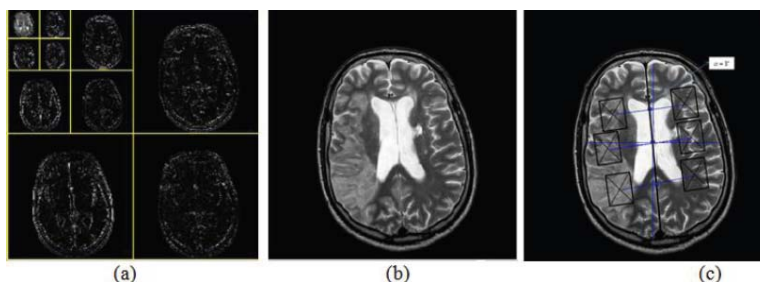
Imagine RMN care prezintă o leziune hemoragică.
